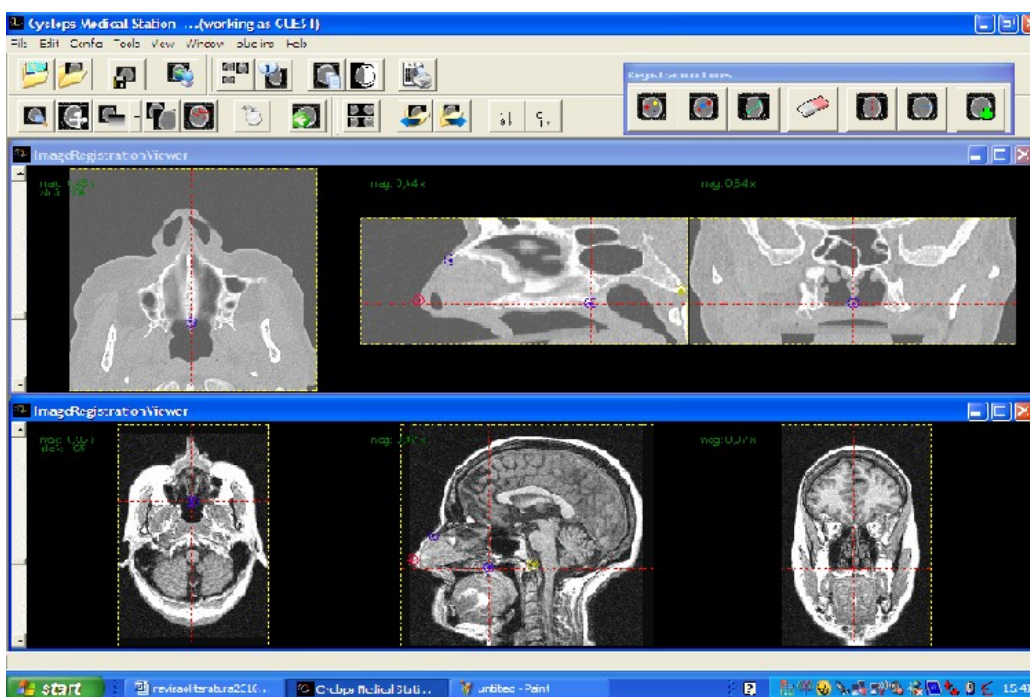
interface do software utilizado para o realinhamento, com os pontos selecionando nos locais correspondentes na ressonância magnética e tomografia computadorizada.
